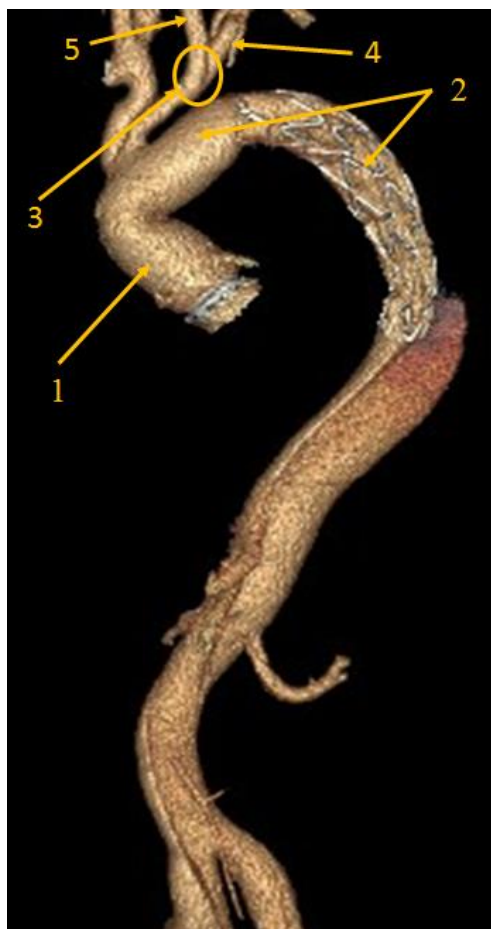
Трехмерная реконструкция МСКТ-аортографии после операции «замороженный хобот слона».
